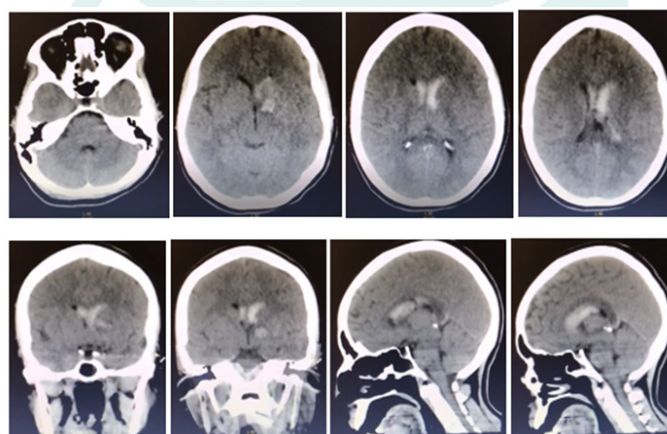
TC de encéfalo simple de control, corte Axial, Coronal y Sagital.
